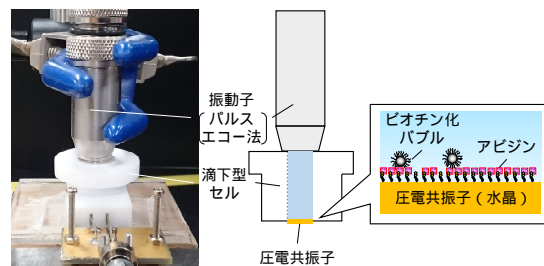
造影剤・標的分子相互作用モニタリングシステムへのパルスエコー法用振動子の組み込み
